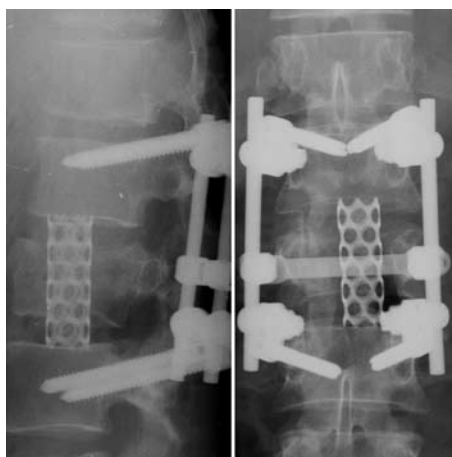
Рентгенография в двух проекциях. Состояние после декомпрессии с использованием заднебокового доступа, частичной резекции тела LII позвонка, корпородеза L1-LIII позвонков кейджем, транспедикулярной фиксации.
